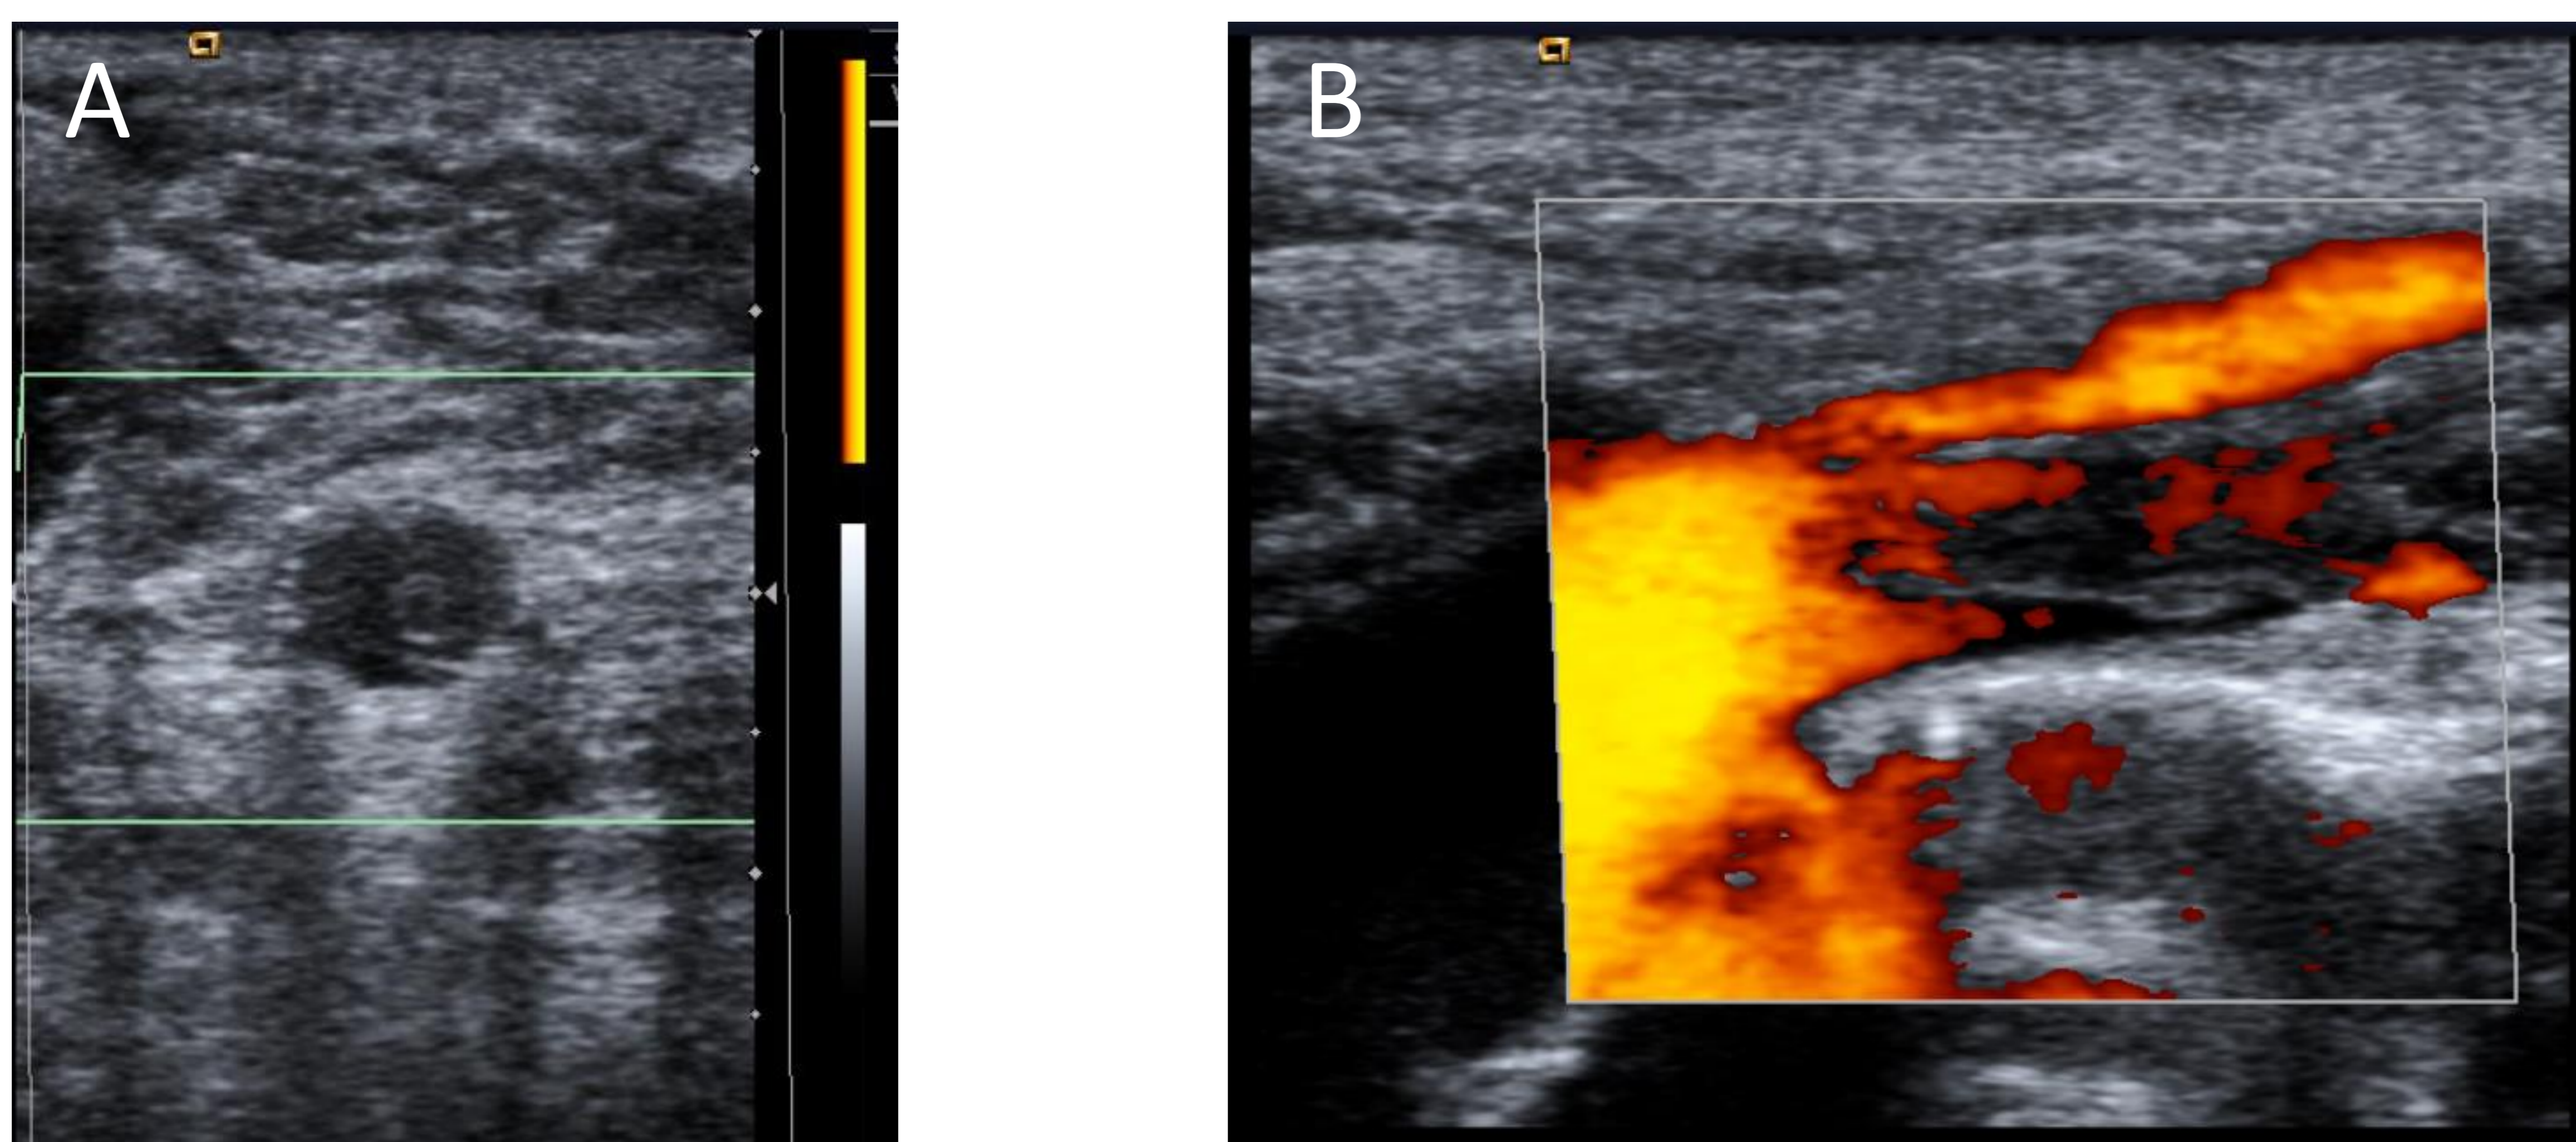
Ecografía en escala de grises en la que se identifica, a nivel del origen de la vena subclavia izquierda, la vena aumentada de calibre, con material ecogénico en su interior (en cortes transversos (A) y longitudinales (C) del vaso) y resistente a las maniobras de compresión (B).
